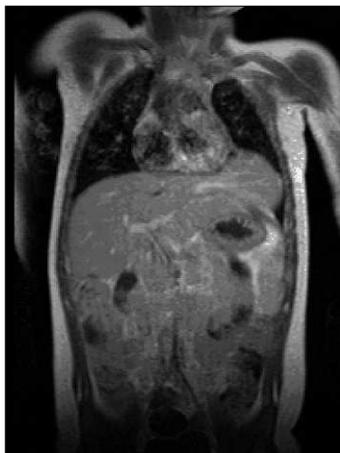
Resonancia magnética: hernia diafragmática.
